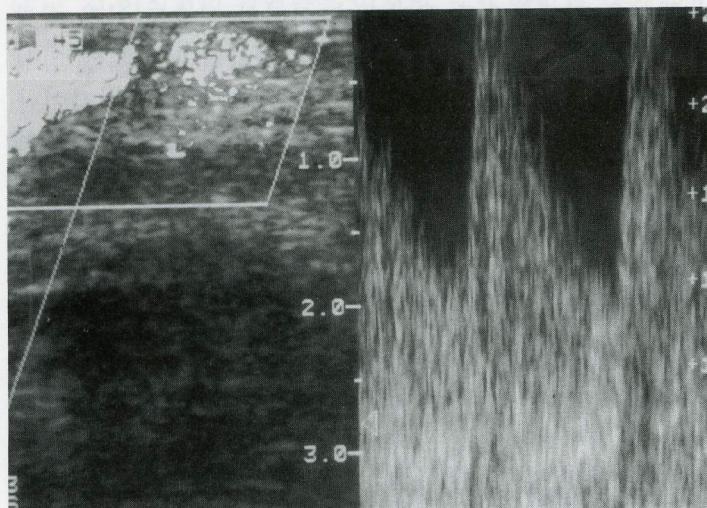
Left forearm dopplergram shows high pitch and narrowed pulse (post stenotic site).
